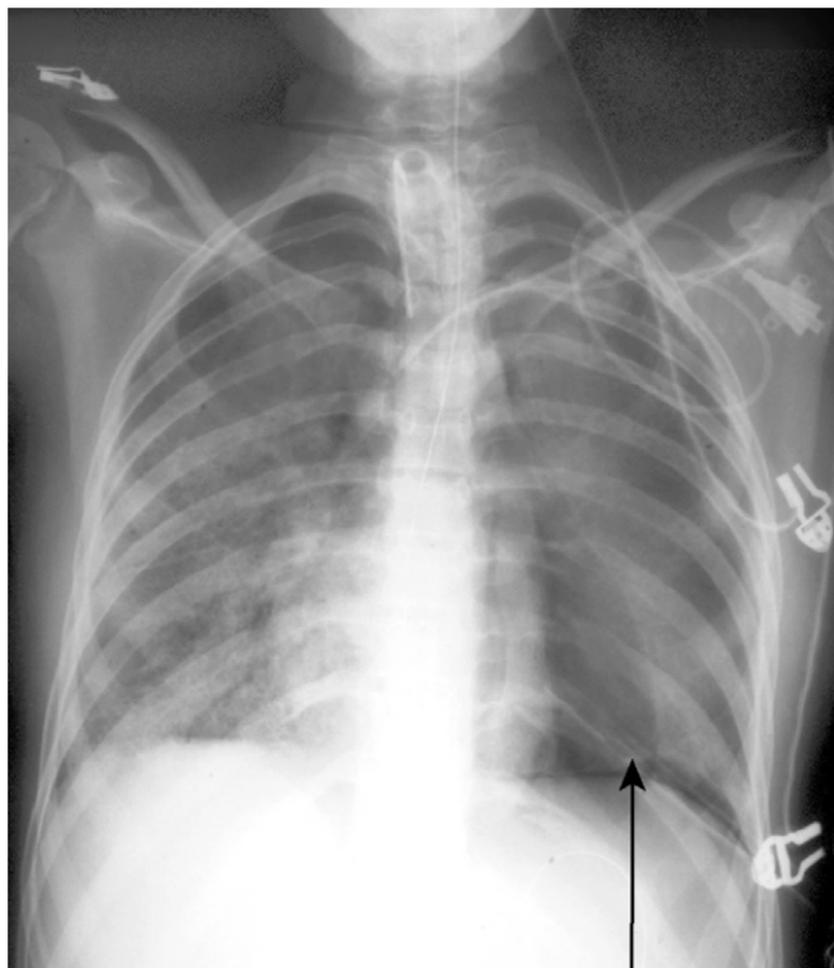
Radiografía de tórax que muestra un neumotórax bilateral con margen pulmonar. El pulmón derecho no se ha expandido a pesar del tubo de tórax. Verifique que el tubo no está bloqueado o acodado (presencia de oscilación respiratoria). Plantéese una aspiración menor. Cambios parecidos en el lado izquierdo, pero menos marcado.
